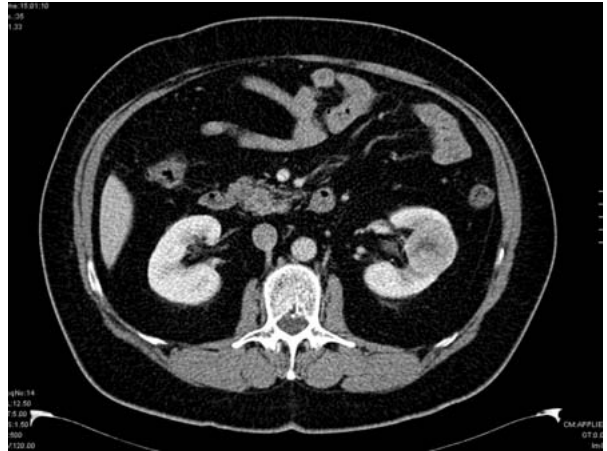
TAC de un oncocitoma mesorrenal izquierdo. La cicatriz central con extensiones periféricas insinúa el aspecto descrito como "rueda de carro".
